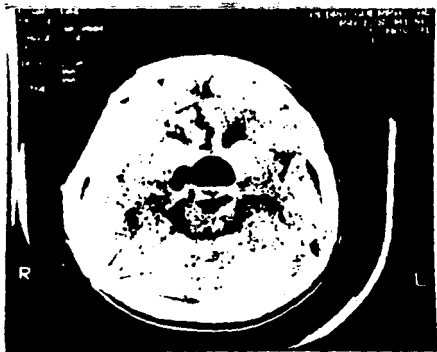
TAC Postoperatoria (8 días despues) se encuentra la cavidad quística invadida parcialmente por aire.
